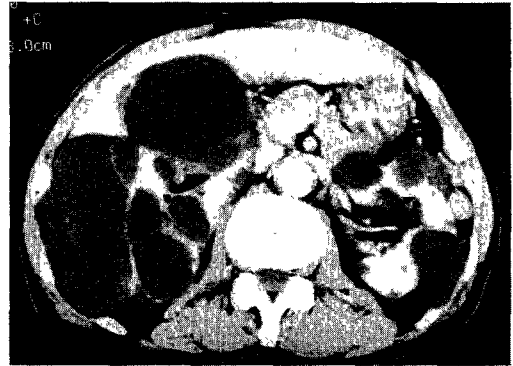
The abdomen computerized tomography revealed multiple large cysts in both kidneys and there was no cystic lesions in liver or pancreas.
